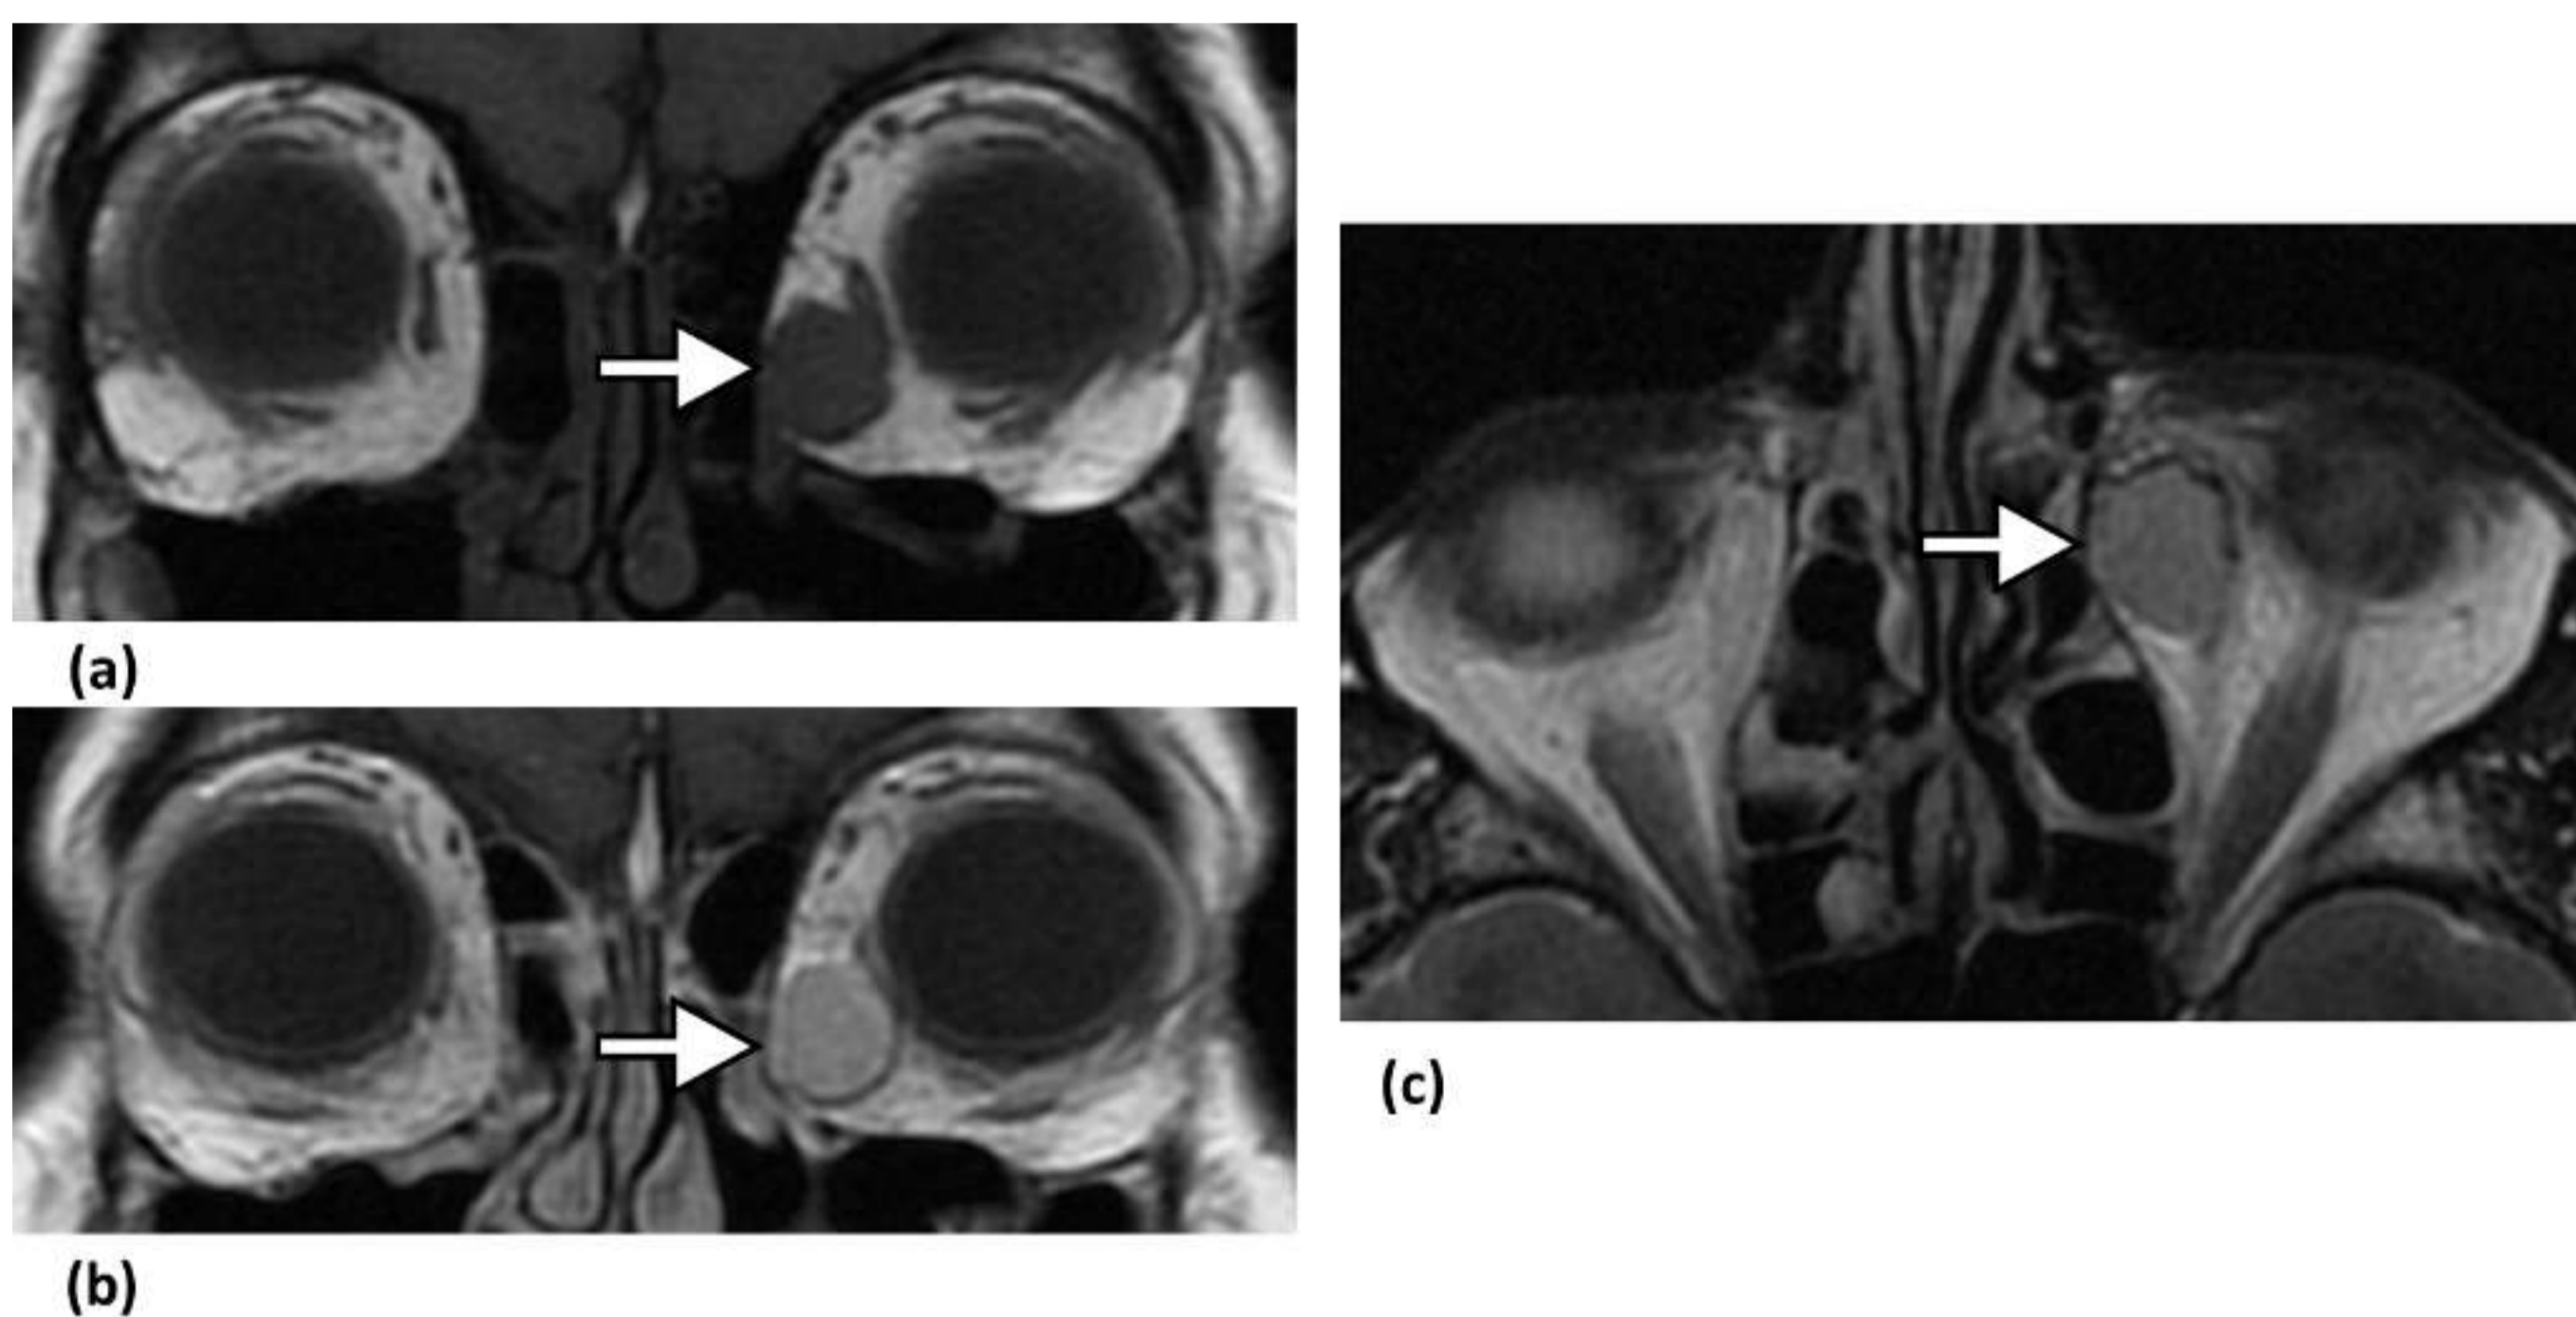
Hemangioma cavernoso. (a) Imagen de RM coronal ponderada en T1, obtenida en una mujer de 61 años, que muestra una lesión ovoidea intraconal iso/hipointensa (flecha). (b) Imagen coronal potenciada en T1 con contraste del mismo paciente que demuestra realce de la lesión (flecha). (c) Imagen de RM axial ponderada en T2 que muestra la misma lesión, hiperintensa (flecha).
